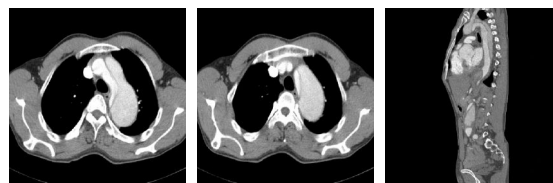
患者男性,54 岁,CT 增强扫描示主动脉夹层动脉瘤。图 3a: 主动脉破口位于升主动脉起始部,主动脉弓部被分为真、假两腔,真腔密度高于假腔;图 3b: 降主动脉真假腔,真腔面积小于假腔;图 3c: CT 重建示降主动脉夹层的整体情况。
